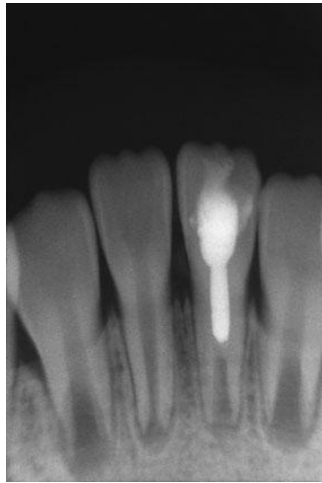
radiografia tirada 3 meses após aplicação de hidróxido de cálcio, demonstrando sinais de fecho apical e formação de uma ponte dentinária (Iwaya e tal, 2011)
